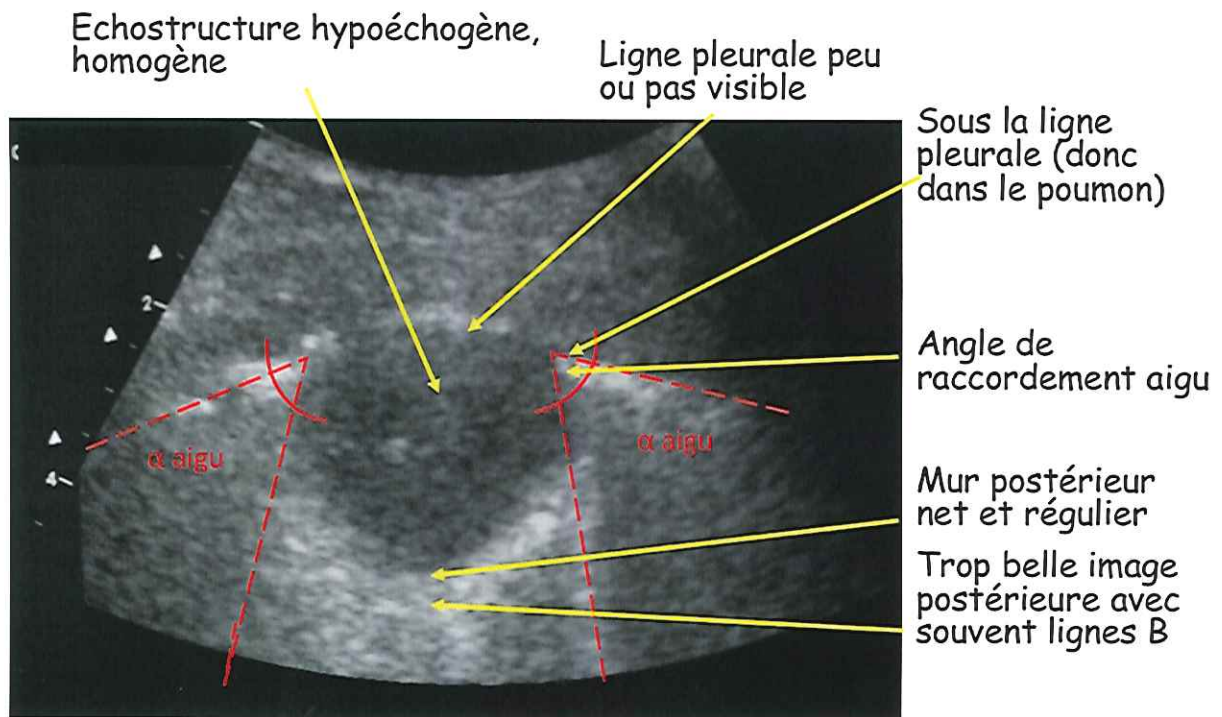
Principaux aspects échographiques d'un nodule pulmonaire
